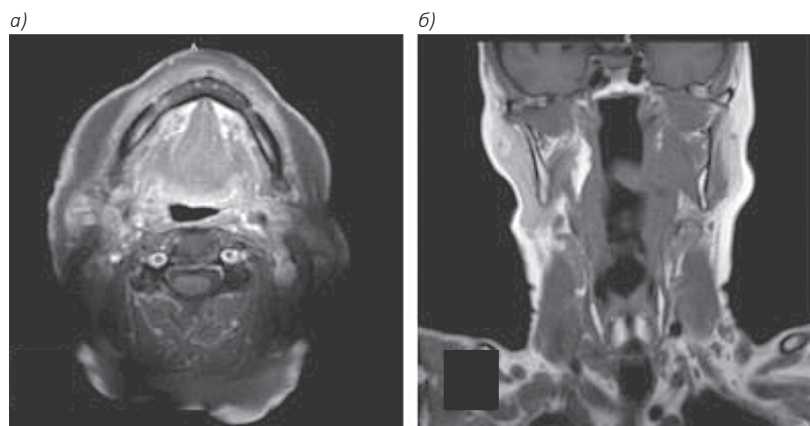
Аксиальная МРТ (а); сагиттальная МРТ 1 (б). Левое парафарингеальное пространство наблюдается без признаков опухоли
